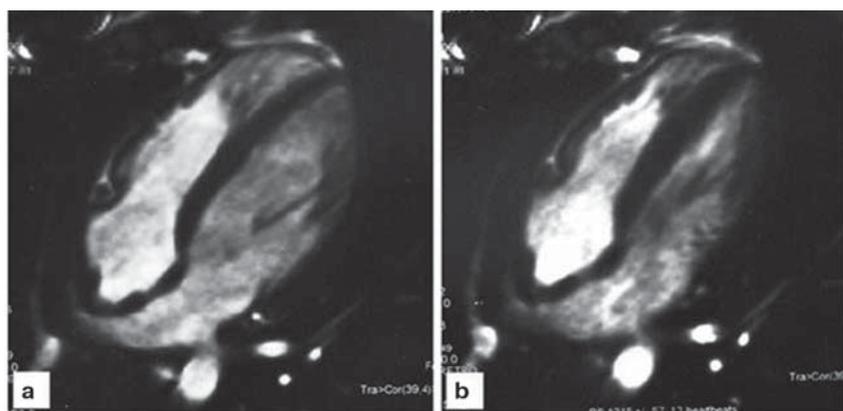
Магнитно-резонансная томография сердца: *a*) диастола, *b*) систола. Визуализированы камеры левого и правого желудочков. Очевидны нормальные размеры и форма полостей ЛЖ и ПЖ с трабекулами в срединных дистальных сегментах ЛЖ
